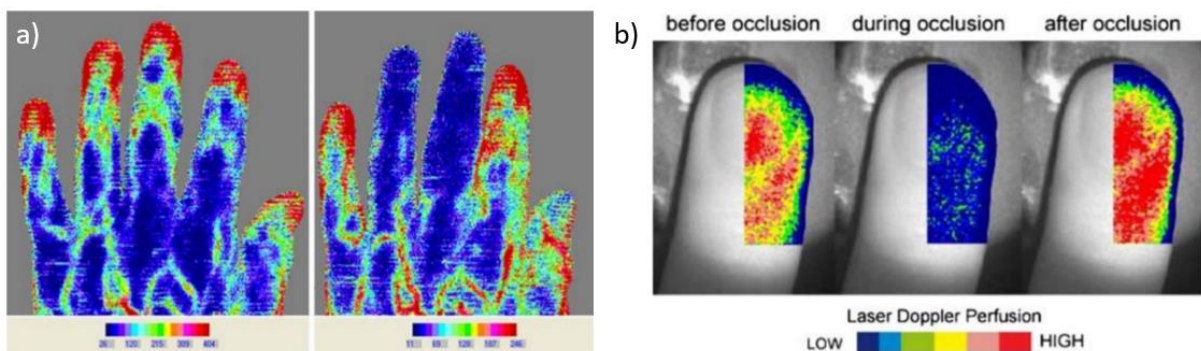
Exemples de cartes 2D de distributions de vitesses obtenues par vélocimétrie laser à effet Doppler. a) Balayage laser Doppler d'une main pour la visualisation de la maladie du syndrome de Raynaud, un problème de circulation lié aux changements de température. Le balayage de gauche est une mesure de référence. Le balayage de droite est une mesure de la main après immersion dans de l'eau froide. b) Image de perfusion d'un bout de doigt par vélocimétrie laser à effet Doppler multi sondes. Les images ont été prises avant, pendant et après ligature du haut du bras. Images extraites de la revue par P. Vennemann *et al.* ⁵.
